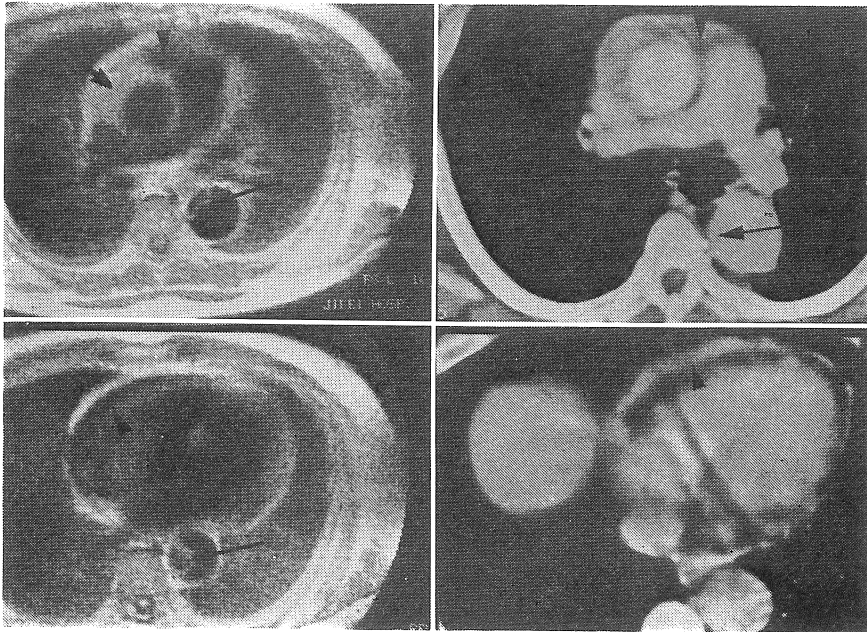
上行大動脈の解離腔は高信号として描出される血栓 (↑) で閉塞しており, 下行大動脈には線状の高信号として剝離内膜 (↑) が X 線 CT よりもよく描出されている。また, 心嚢水 (▲) が低信号領域として認められる。
